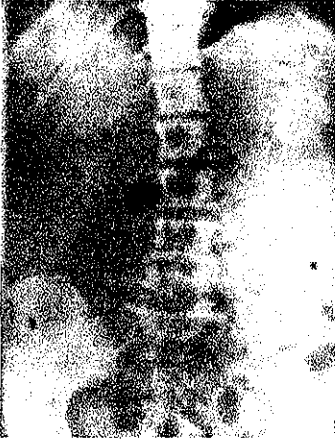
Radiografía abdominal en supino, en una mujer de 60 años con perforación gangrenosa del intestino delgado, demuestra una colección central de gas (flechas). Durante la cirugía cerca de 300 ml de líquido serohemático fueron evacuados de la cavidad.
